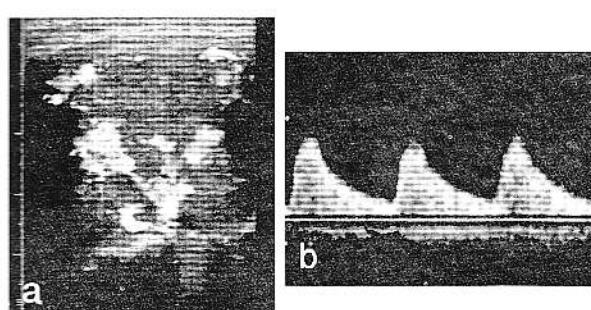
a,b. Aspect ecografic de neoplasm parotidian hipervasculatizat (a,b)(același caz ca în fig.11)
